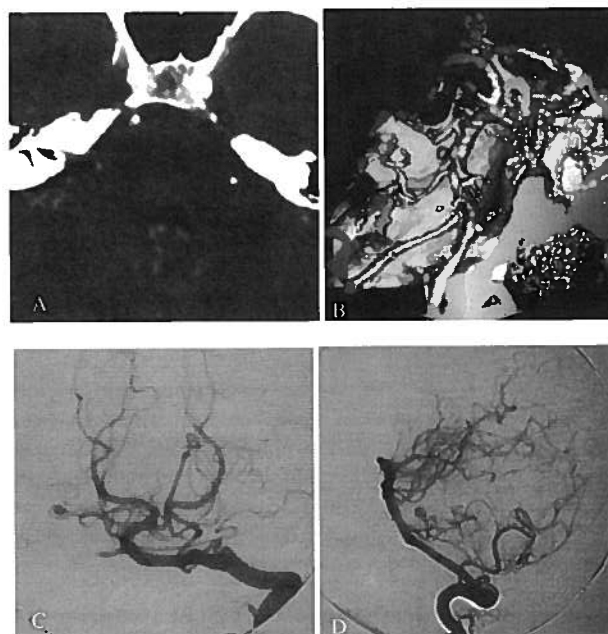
Aneurisma da ansa meatal da A.I.C.A.. Imagem axial (reconstrução axial) demonstrando o aneurisma no canal auditivo interno direito (A); Angio-TC (SSD) mostrando a ansa da AICA no porus acústico, sem evidência de aneurisma (B); Angiograma da artéria vertebral esquerda em incidência de frente (C); Angiograma da artéria vertebral esquerda em incidência de perfil (D).
